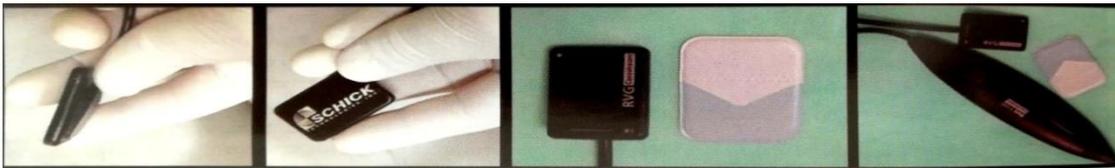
Equipo radiovisiógrafo Kodak 500 comparado con una película radiográfica periapical, y sensor de adquisición de radiovisiógrafo Schick.⁸
